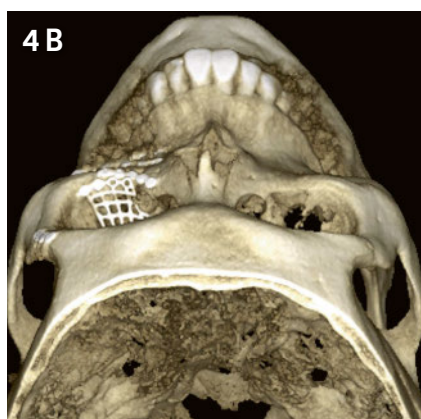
Die postoperative Kontrolle mittels digitaler Volumentomografie (DVT) zeigt das anatomisch korrekte Repositionsergebnis mit korrekt liegendem Osteosynthesematerial (3-dimensionale Bildrekonstruktionen: A = frontale Ansicht; B = Ansicht von kranial).
